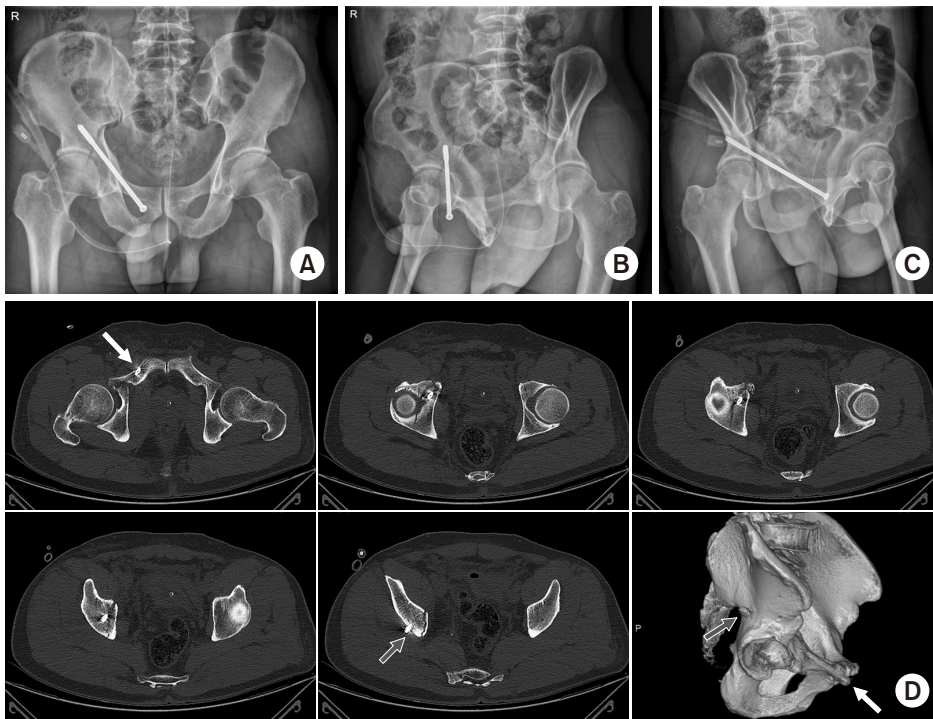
(A-C) Postoperative pelvis radiographs showing fixation of the right acetabulum by intramedullary pubic ramus screw. (A) Anteroposterior view. (B) Iliac oblique view. (C) Obturator oblique view. (D) Postoperative computed tomography of the pelvis showing the fusion of both ischiopubic segment (white arrows) and iliac (red arrows) segments by intramedullary pubic ramus screw.
